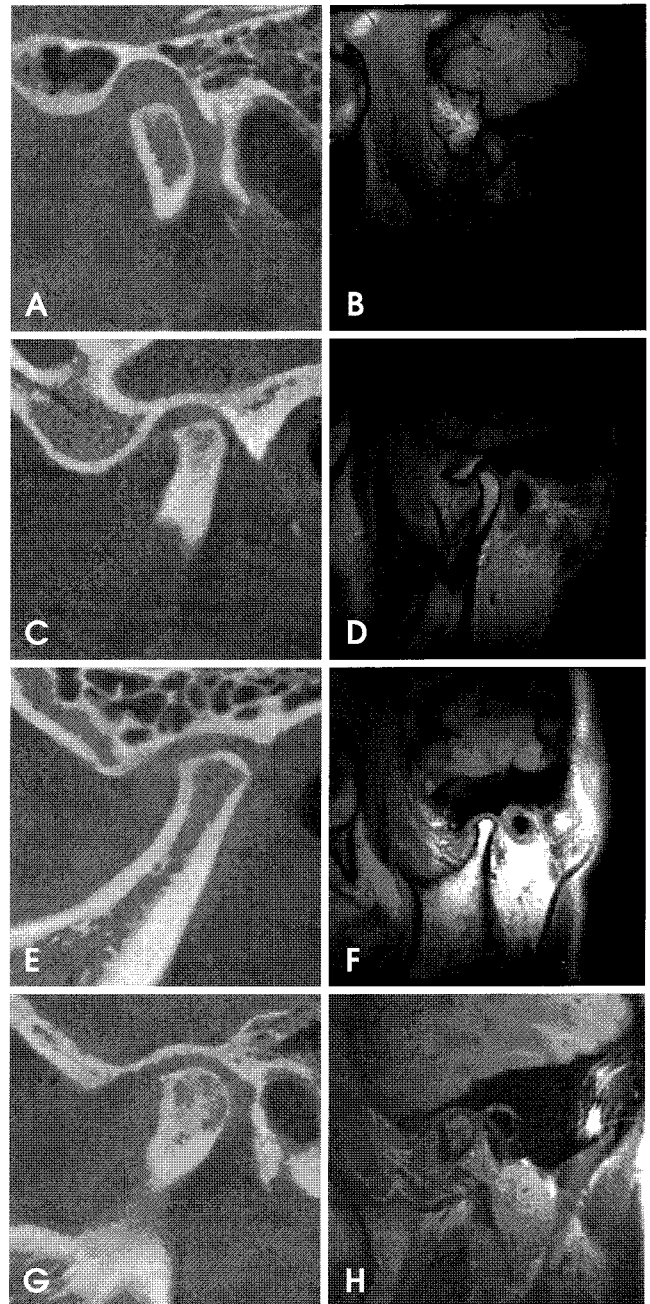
A, B. box shape of articular eminence. C, D. sigmoid shape of articular eminence. E, F. flattened shape of articular eminence. G, H. deformed shape of articular eminence. A, C, E, G: CBCT image; B, D, F, H: MR image.
